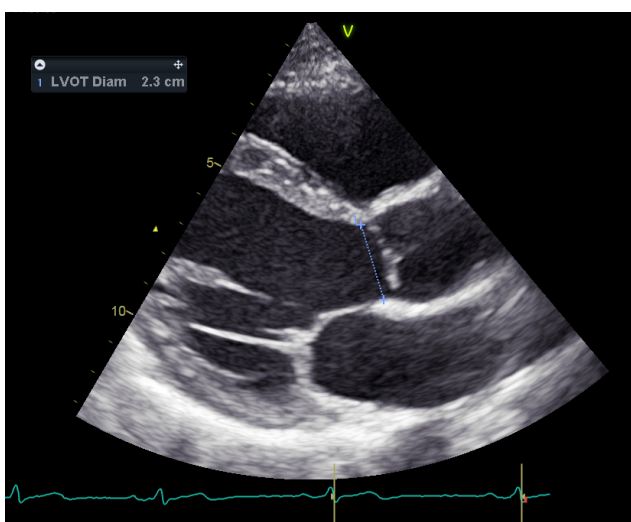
Vermessung des LVOT in der parasternalen langen Achse
